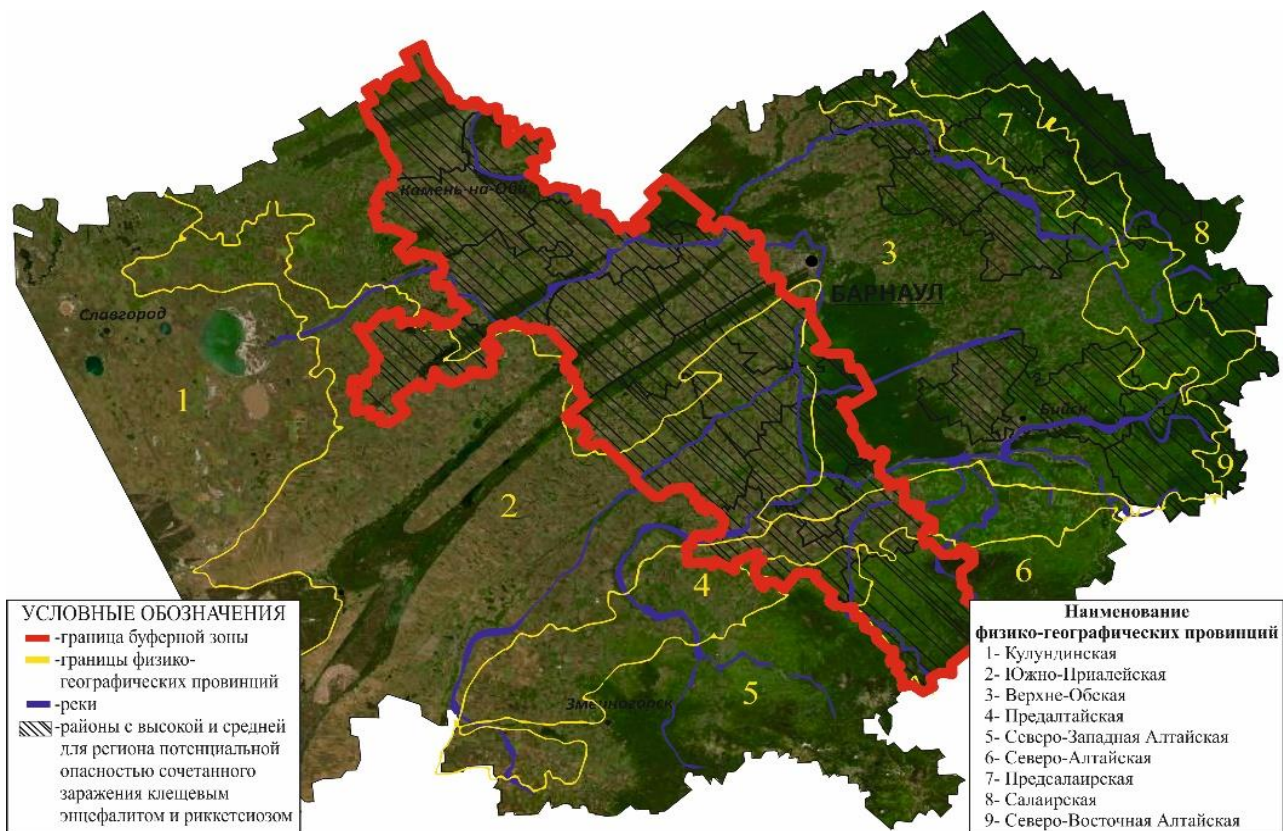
Картограмма Алтайского края с указанием границы буферной зоны высокого и среднего уровня потенциальной опасности сочетанного заражения КЭ и СКТ.
